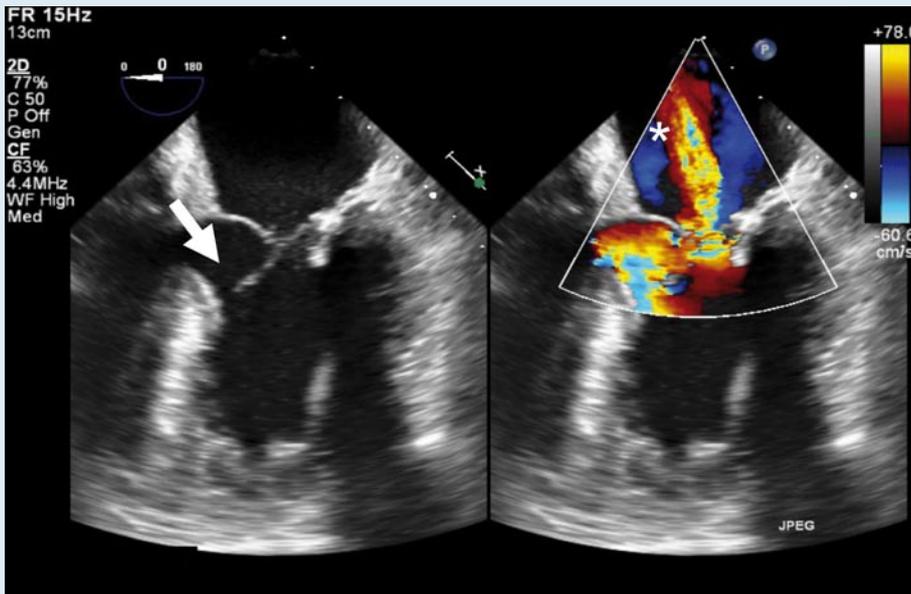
◀ Das anteriore Mitralklappensegel (Pfeil) führt zu einer teilweisen Obstruktion des linksventrikulären Ausflusstrakts (midösophageale Vierkammeransicht bei 0°-Rotation) und signifikanter Regurgitationsjet in den linken Vorhof nach insuffizienter Mitralklappenkorrektur mit einem Carpentier-Edwards-Ring bei 0°-Rotation (Stern; Farbdopplersonographie)
